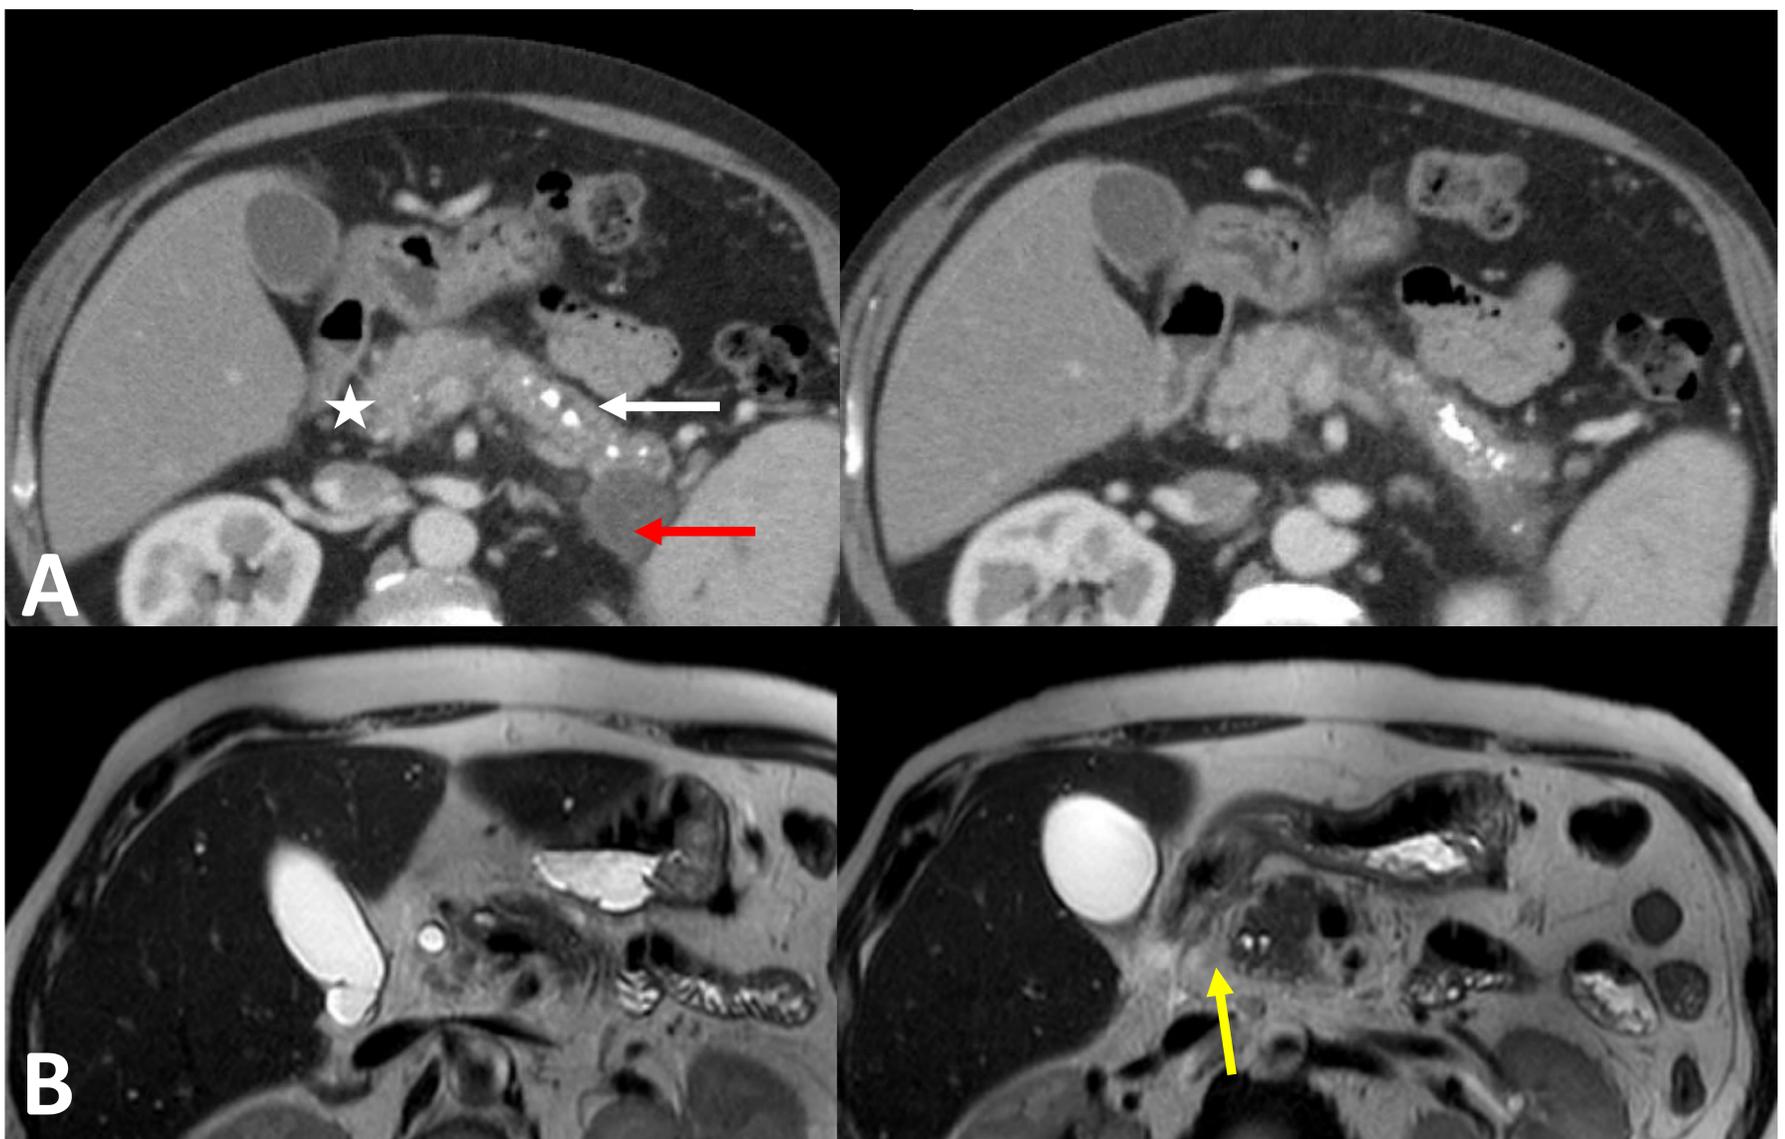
TC abdominal con civ; cortes axiales (A); RM abdominal con cortes axiales potenciada en T2 (B). Numerosas calcificaciones en glándula pancreática atrófica en relación con pancreatitis crónica (flecha blanca). Leve engrosamiento de la pared duodenal y cabeza pancreática (*). Colección adyacente a cola pancreática en relación con pseudoquiste pancreático (flecha roja). Cambios inflamatorios con borramiento de la cabeza de páncreas y afectación de la grasa (flecha amarilla).
